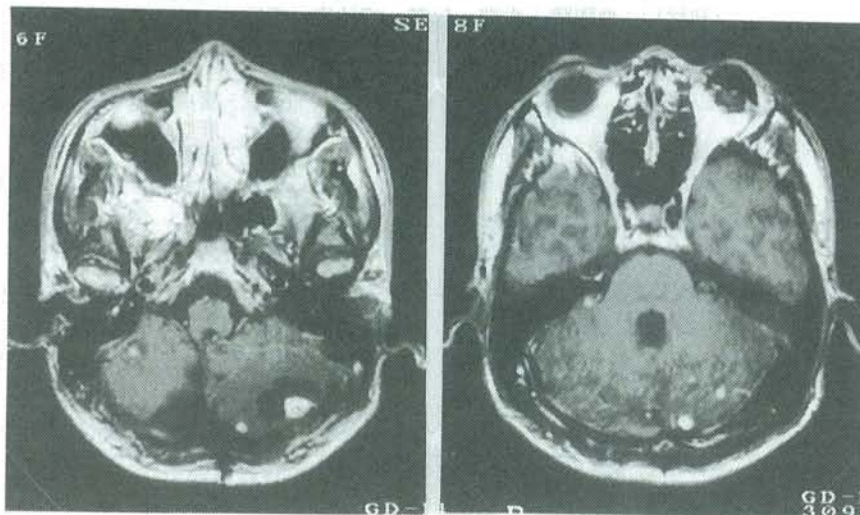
症例1の小脳虫部血管芽腫全摘出後、約10年後(1991年、27歳)の頭部造影MRI
